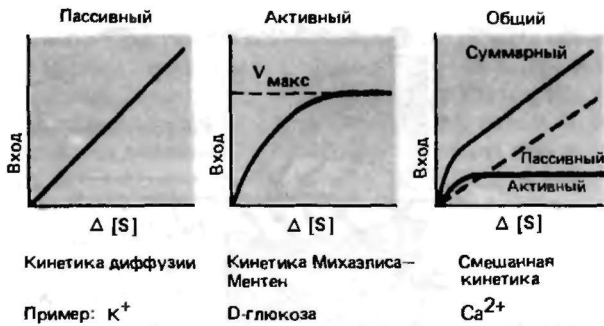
Кинетика процессов пассивной диффузии и активного транспорта с участием переносчика
